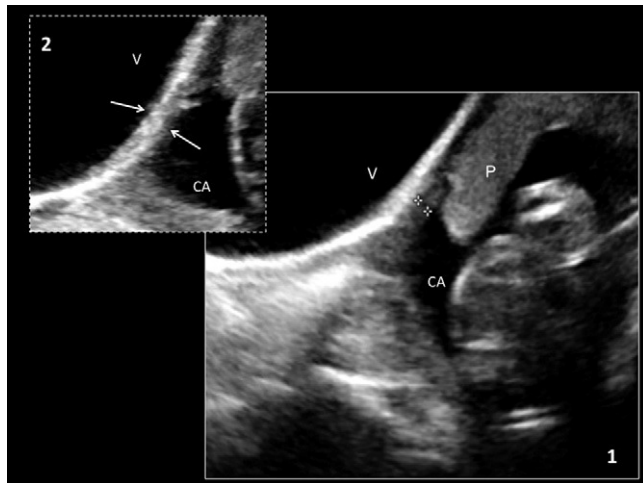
Ecografía 2D en la semana 24. Medida del grosor del segmento uterino inferior con sonda abdominal. Grosor máximo 2 mm (1). Detalle del segmento (flechas) (2). V: vejiga; CA: cavidad amniótica; P: placenta.
